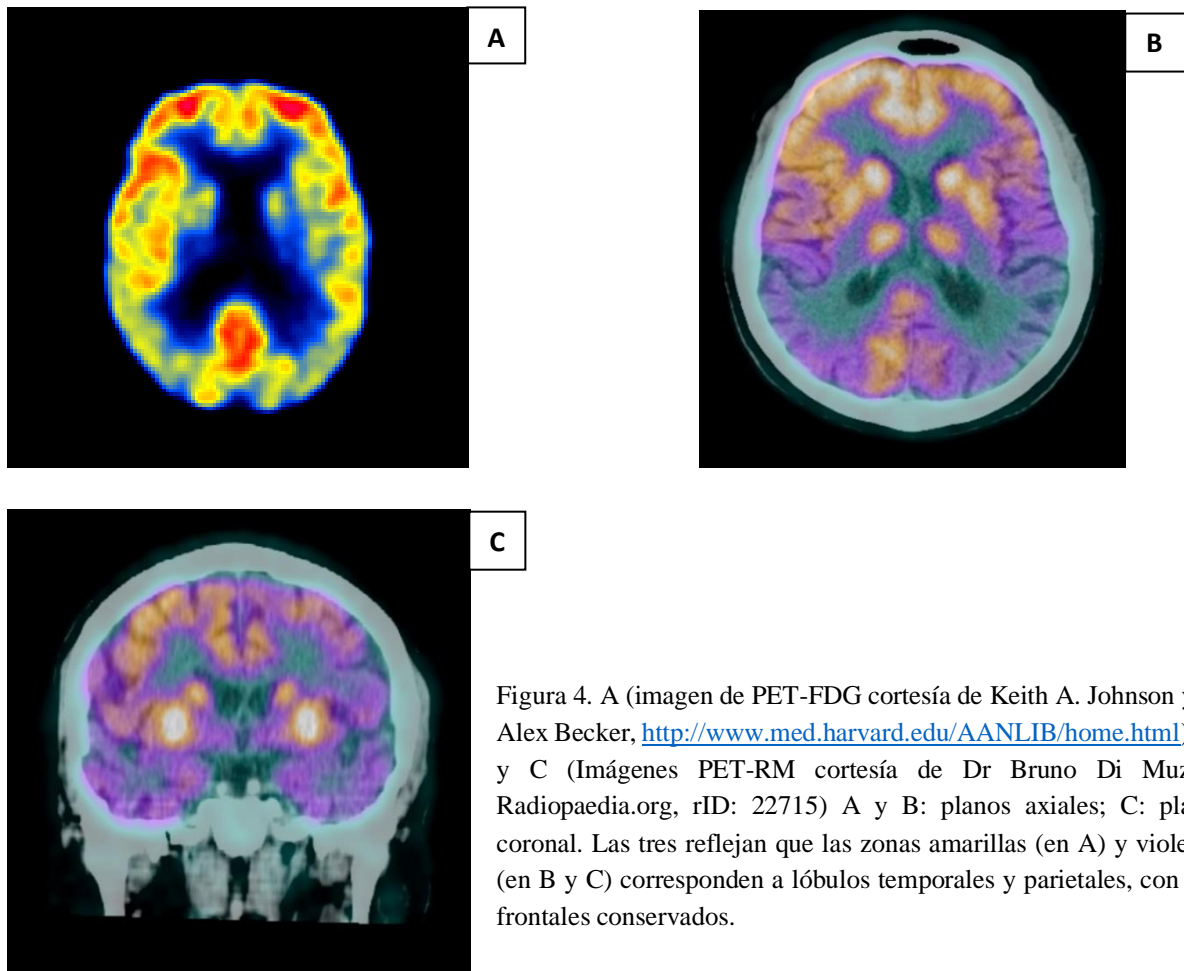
A (imagen de PET-FDG cortesía de Keith A. Johnson y J. Alex Becker, <http://www.med.harvard.edu/AANLIB/home.html>). B y C (Imágenes PET-RM cortesía de Dr Bruno Di Muzio, Radiopaedia.org, rID: 22715) A y B: planos axiales; C: plano coronal. Las tres reflejan que las zonas amarillas (en A) y violetas (en B y C) corresponden a lóbulos temporales y parietales, con los frontales conservados.
